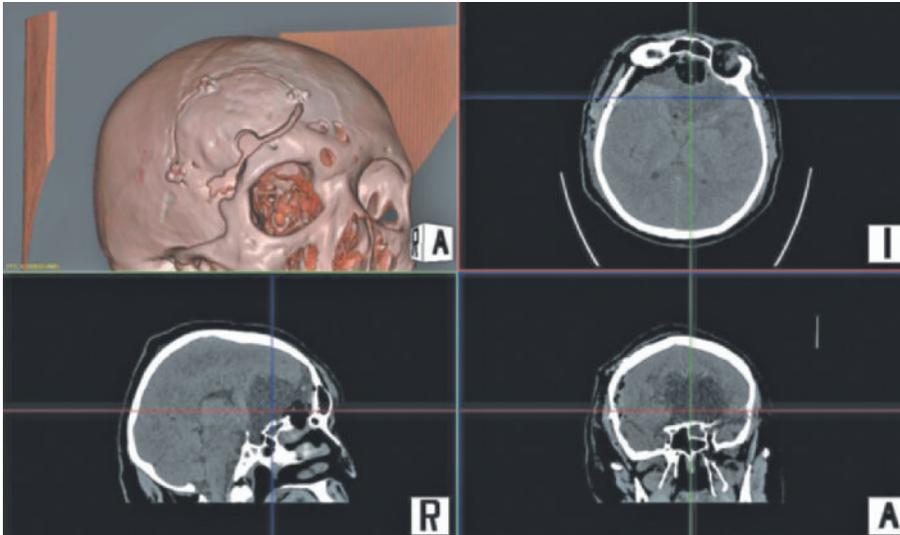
МСКТ головного мозга после удаления менингиомы ольфакторной ямки.
